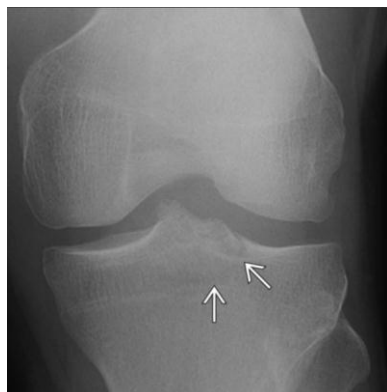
Radiografía AP de rodilla que demuestra fractura sutil no desplazada de la eminencia tibial.
